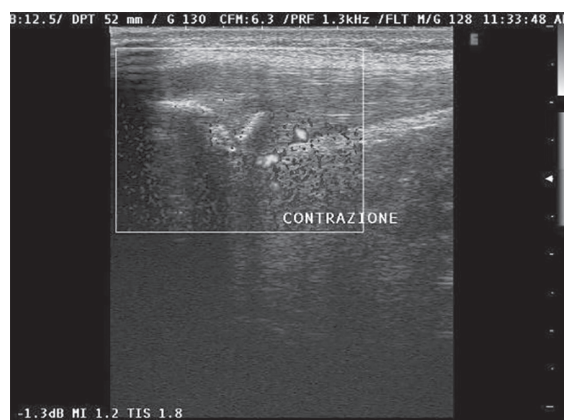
• Immagine ecografica longitudinale del terzo inserzionale prossimale del tendine rotuleo in contrazione attiva; il riquadro del modulo power-Doppler mostra evidente reazione flogistica della porzione inferiore del tendine che appare inoltre ispessito e mostra una calcificazione peri-inserzionale.
